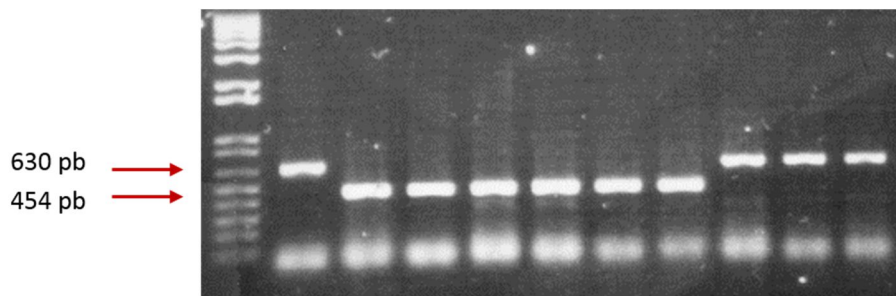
Genotipado de los ratones. Imagen de un gel de agarosa con genotipaje de ratones CT-1^{+/+} (banda a 454 pb) y de ratones CT-1^{-/-} (banda a 630 pb). CT-1: cardiotrofina-1, pb: pares de bases.
